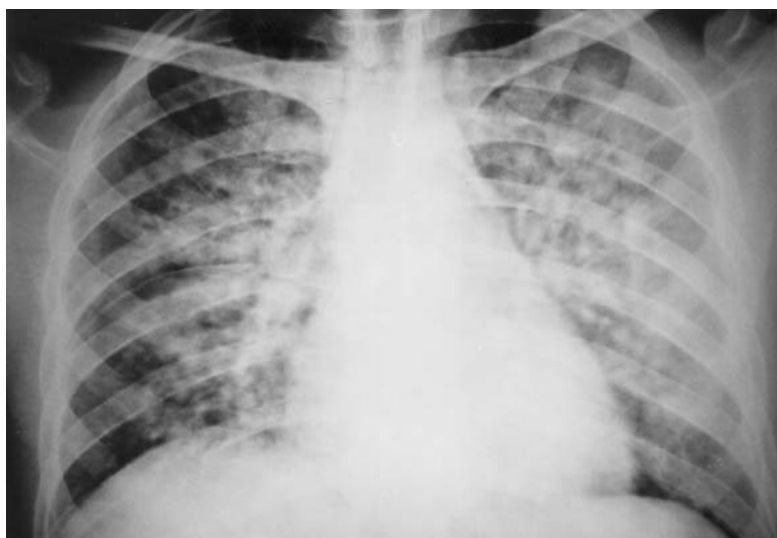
Síndrome cardiopulmonar pelo hantavírus: radiografia de tórax demonstrando infiltrado retículo-micronodular difuso bilateral.
